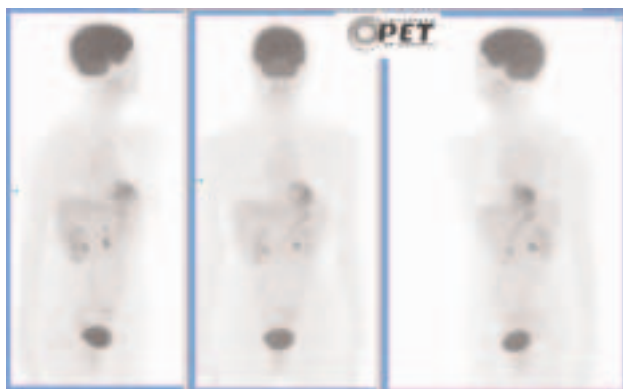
Estudio de cuerpo entero normal. Proyecciones volumétricas oblicua anterior derecha, coronal y oblicua anterior izquierda. Los órganos con mayor fijación de FDG se aprecian más oscuros y corresponden al cerebro, miocardio y vías urinarias.
